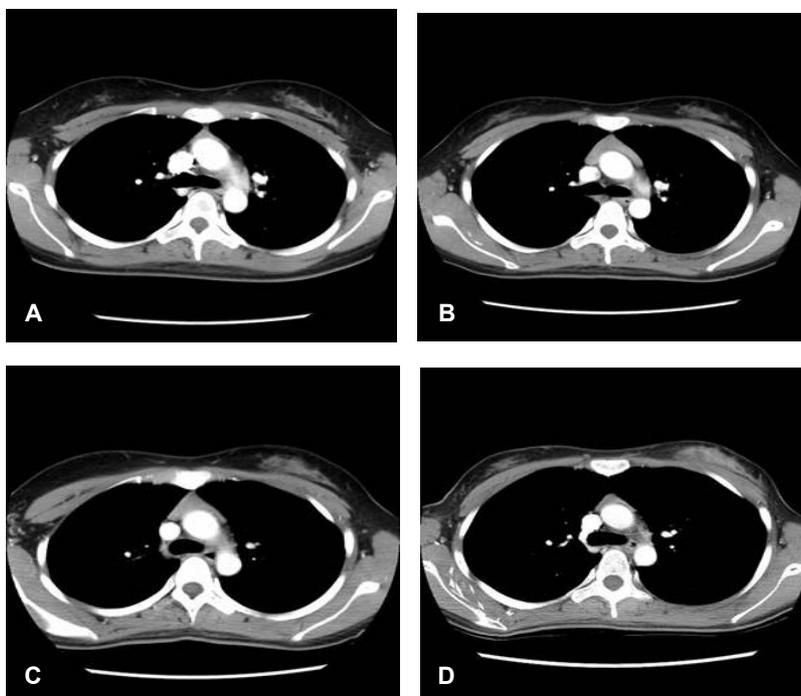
(A) The initial chest CT shows normal-size thymus in the anterior mediastinum. (B) Follow-up CT 3 months after complete remission shows a new, 4.5×2.1-cm, well-defined, homogeneously enhanced anterior mediastinal mass (thin white arrows). (C) Follow-up CT 8 months after complete remission shows a slight decrease in the size of the anterior mediastinal mass. (D) Follow-up CT after 2 years shows a decrease in the size of the anterior mediastinal mass.
